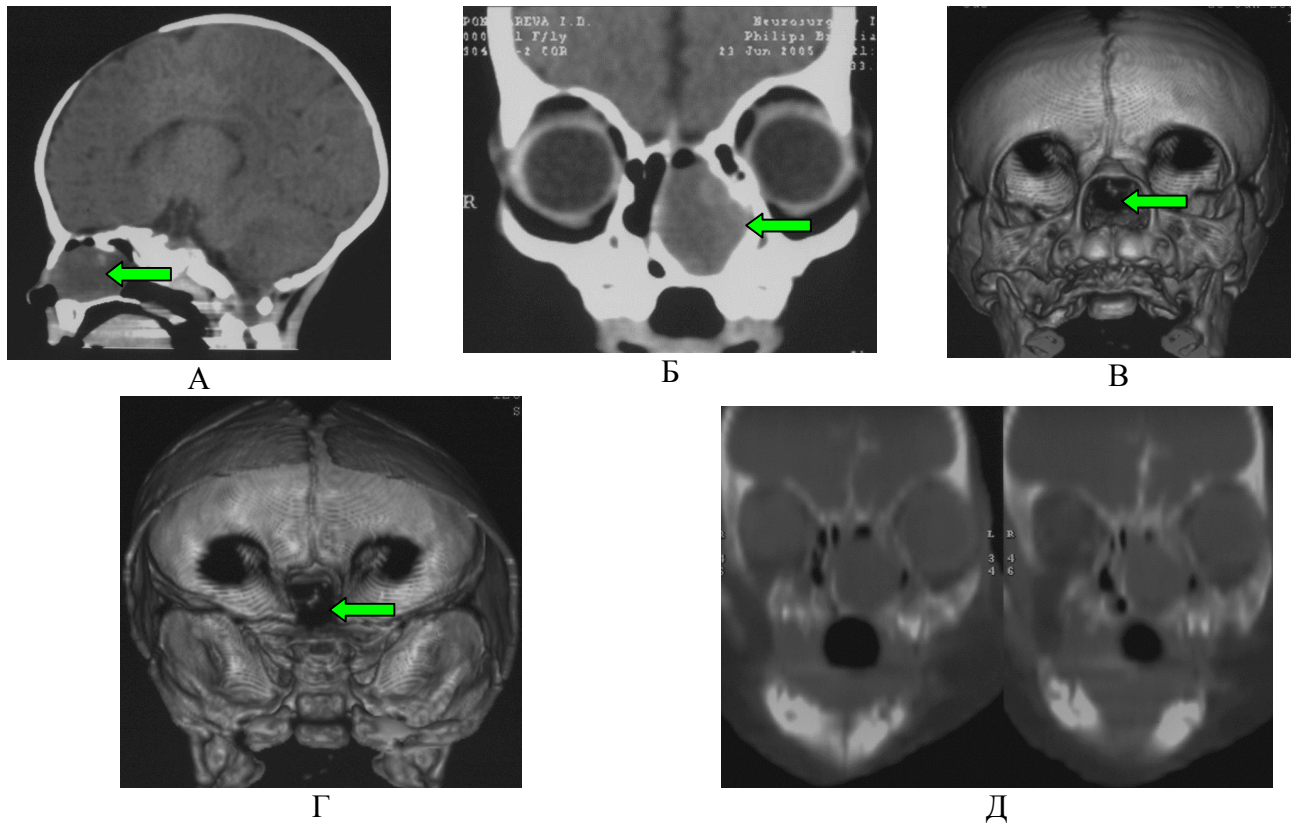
Пациентка П-ва, 2 мес. КТ-изображение черепа пациентки с объёмным образованием верхней челюсти: А - сагиттальный срез, стрелкой указано распространение образования в носовую полость, Б - КТ-изображение черепа пациентки, на фронтальном срезе стрелкой указано распространение образования в носовую полость, В - КТ-3D-изображение черепа пациентки, стрелкой указан ложный дефект основания черепа, Г – изображение 3D-реконструкции черепа пациентки, стрелкой указан ложный дефект основания черепа, Д – изображение КТ-ЦГ- пациентки, ликворная дорожка не определяется
